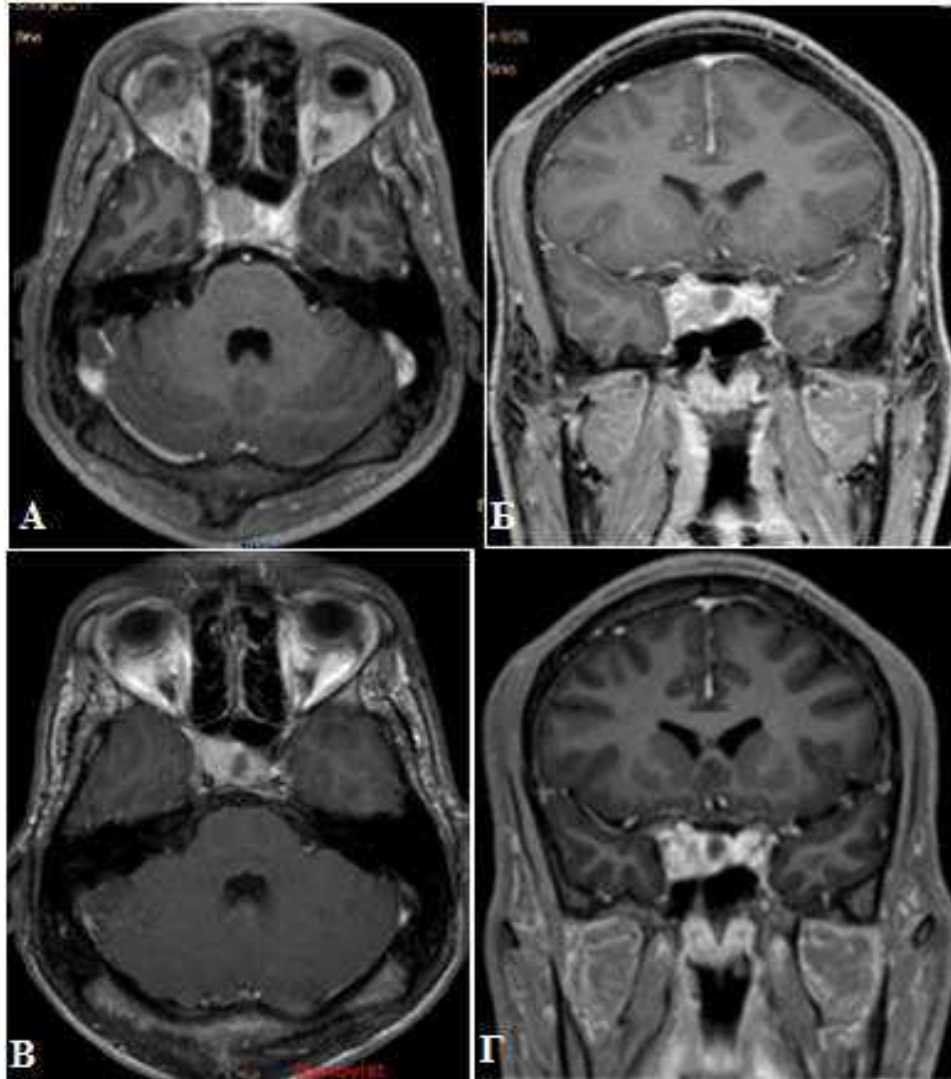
Спостереження № 150. Пацієнт С-ий, 26 років, історія хвороби № 5391. До початку СТРХ (А та Б); МРТ контроль через 16 місяців після СТРХ (В та Г)
